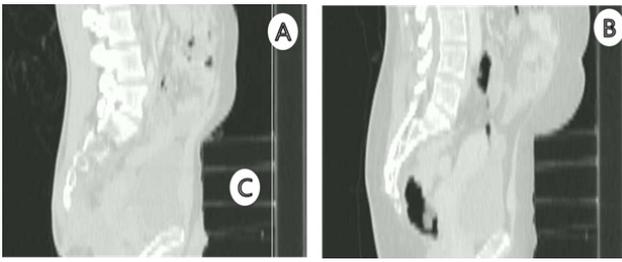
CT images of a patient taken with belly board and SBDD (A)In case of BMI 17.92 (B)In case of BMI 27.73 (C) SBDD
